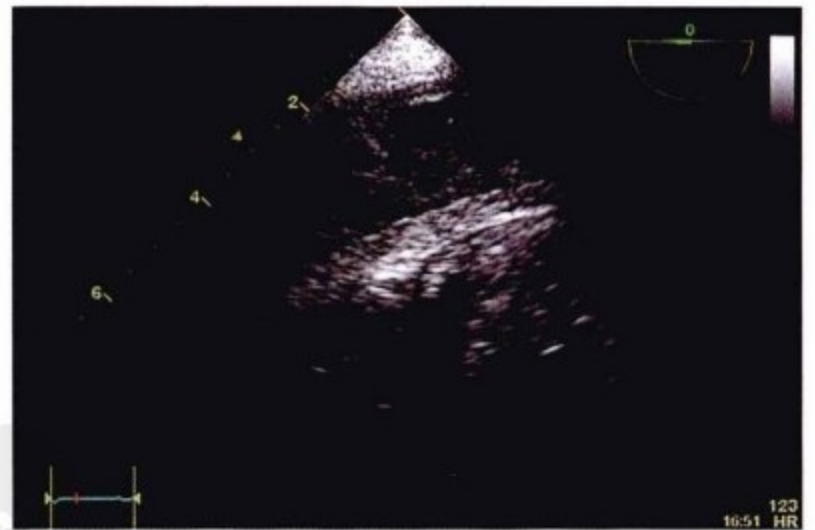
经食管超声心动图,经胃短轴位示由于化脓(细菌性)心包炎导致患者的心包积液。在肝脏和增厚的壳之间可见集聚了混合回声的透明物质。
